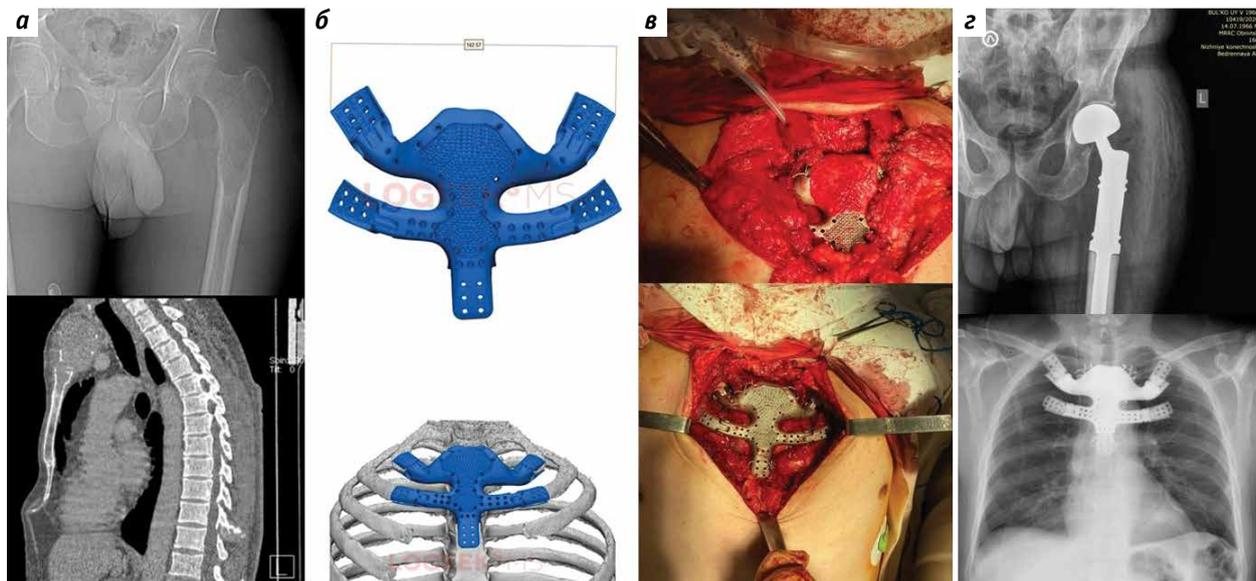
Пациент Б., диагноз: рак щитовидной железы pT4N0M0. Хирургическое лечение (25.09.2018) – тиреоидэктомия, срединная лимфодиссекция. Прогрессирование заболевания (2020) – метастатическое поражение костей скелета (верхней трети левой бедренной кости, рукоятки грудины). Хирургическое лечение (21.08.2020) – сегментарная резекция проксимального отдела левой бедренной кости, эндопротезирование тазобедренного сустава (11.12.2020), резекция грудины с комбинированной пластикой, эндопротезирование грудины + 1 курс радиоiodтерапии (2021): а – мультиспиральная компьютерная томография и рентгенография; б – проектирование эндопротеза; в – этапы установки имплантата грудины; г – рентгенография грудины и проксимального отдела бедра после установки имплантата
